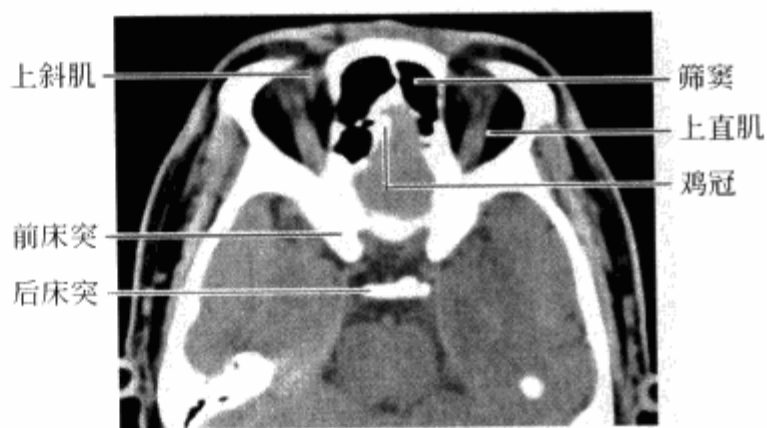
正常眼眶横轴位 CT 扫描眼球顶部层面
